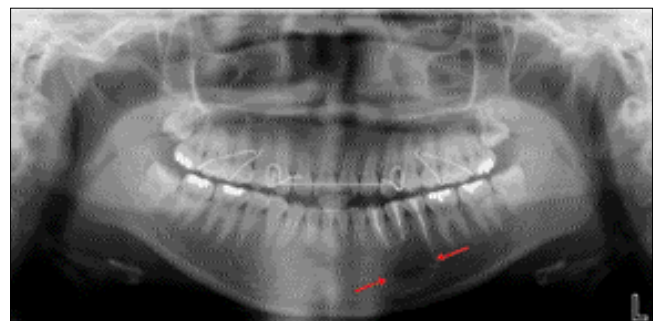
Postoperative Dental CT, June 2007 showing no evidence of local tumor recurrence and post op state in the Lt. paramedial region of mandible.
